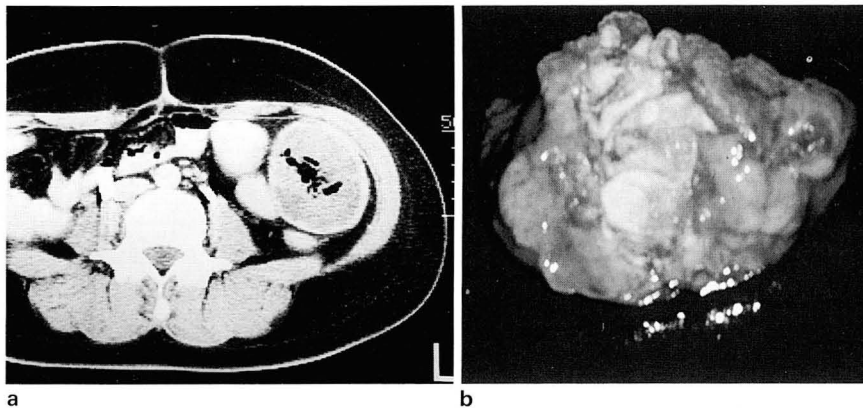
a. Abdominal CT scan demonstrated ovoid, well-encapsulated inhomogeneous mass was noted in left lower quadrant. The mass lesion was composed of mixed fluid and soft tissue density with several gas bubbles.
